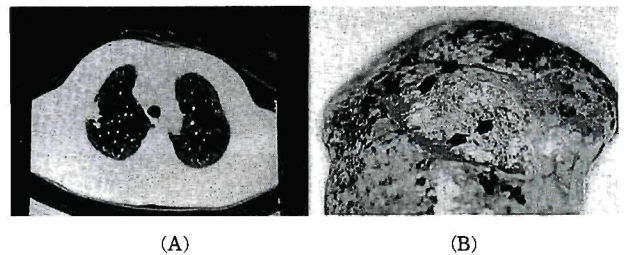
Chest CT on admission and resected adenocarcinoma. Chest CT on first admission showing bullous change around the tumor (A). The resected adenocarcinoma (B).
